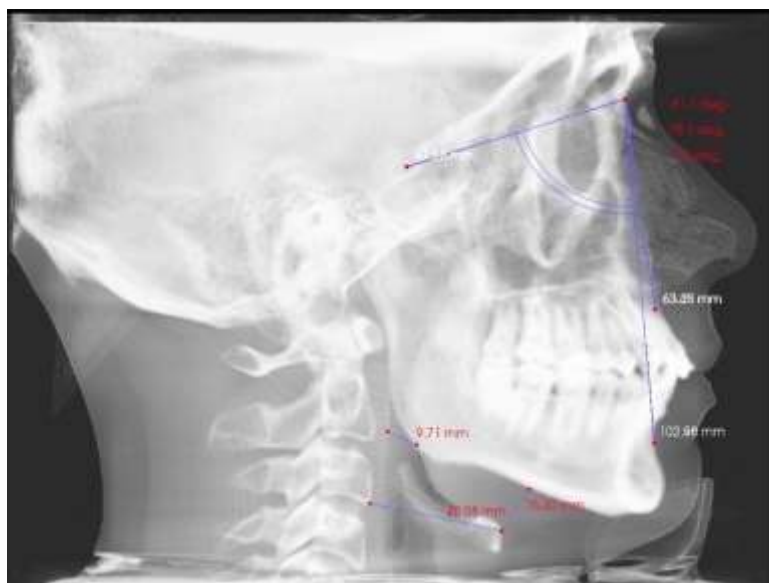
Renderizado de Imagenología lateral de cráneo a partir de CBCT para obtener medidas de ángulos craneales SNA, SNB y ANB. Se muestra los planos MP – H, H – C3 y PAS en mm.
